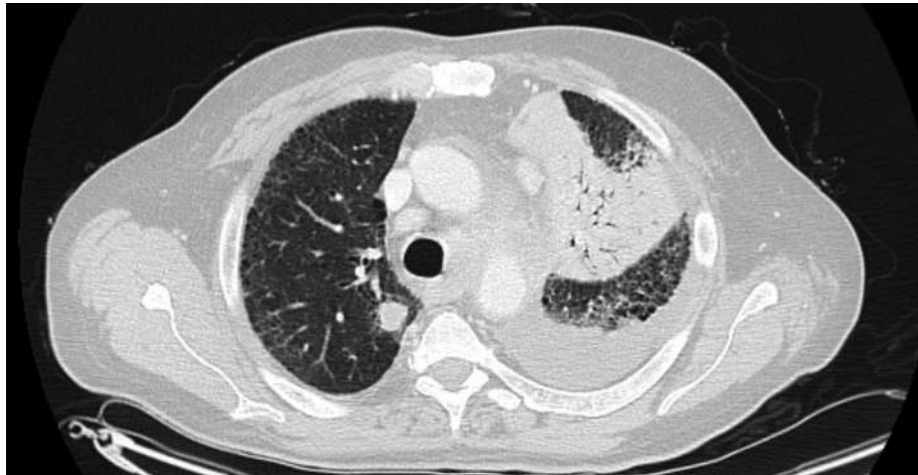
TC tórax com massa tumoral hiliar e derrame pleural esquerdo
